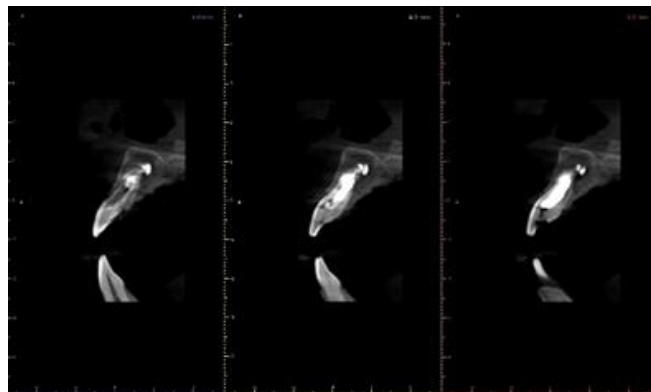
Corte sagital de CBCT en donde se observa imagen radiopaca correspondiente al material de obturación relleno el balón de reabsorción radicular interna.
